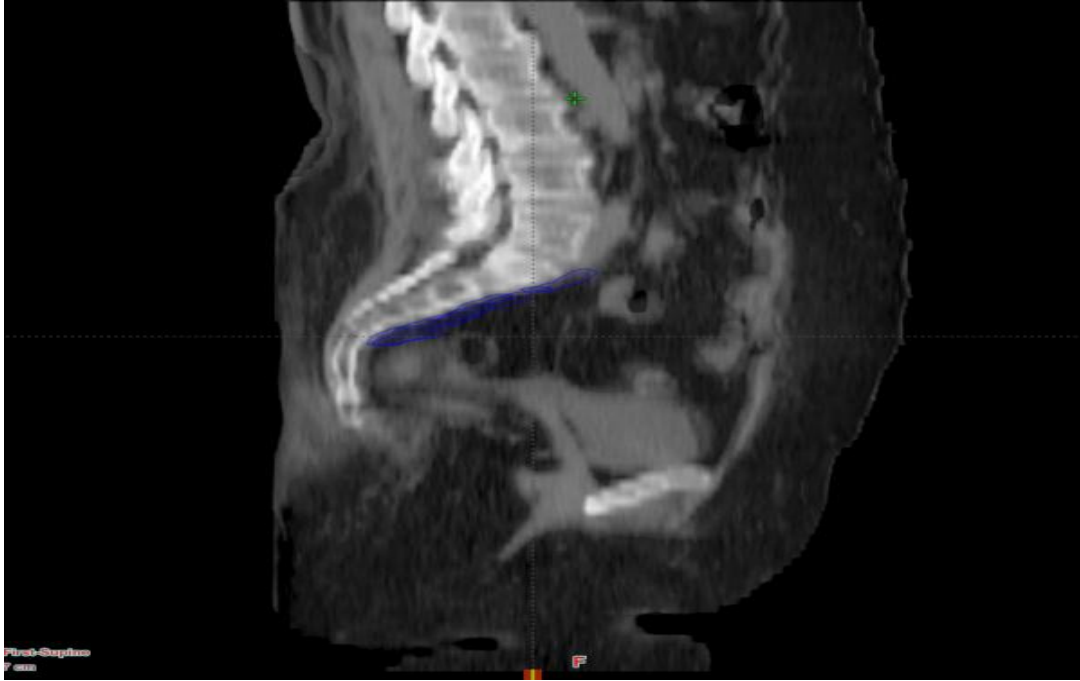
DTD kullanılmayan hastada, tedavinin başı ile 3. haftanın sonundaki BT kesitlerinin füzyonu ve iliak-CTV'deki değişikliğin sagittal görüntüsü
